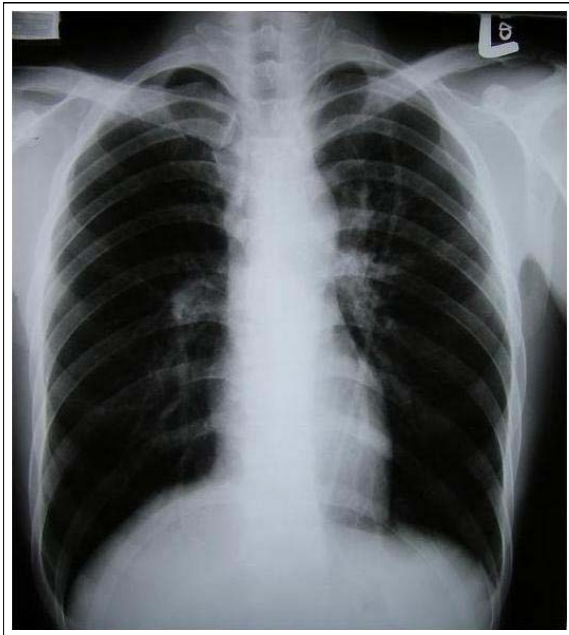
This radiographic study of chest shows multiple no-dular opacities in left upper zone. Perihilar engorgement is suspicious.
